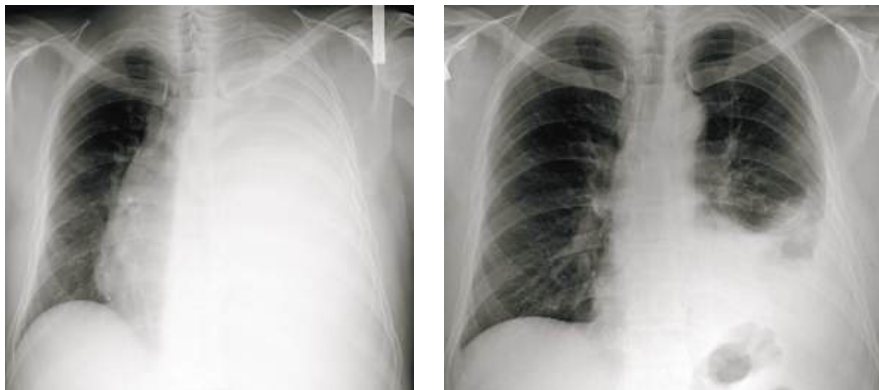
Обзорные рентгенограммы груди при левостороннем хилотораксе до (слева) и после (справа) дренирования плевральной полости и одномоментного удаления трех литров хилезно-геморрагического экссудата
